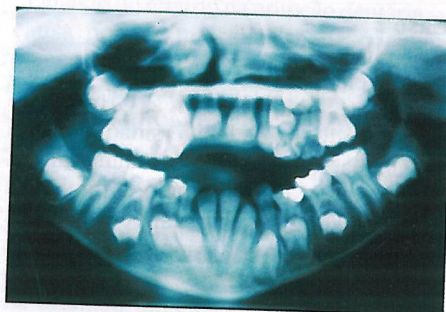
Radiografia panorâmica da paciente, notando-se os elementos 11 e 21 no estágio 8 de Nolla
